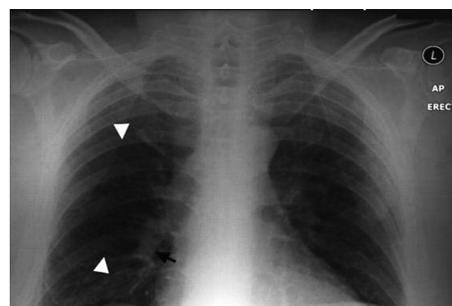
Обзорная рентгенограмма органов грудной клетки (симптом Вестермарка).
